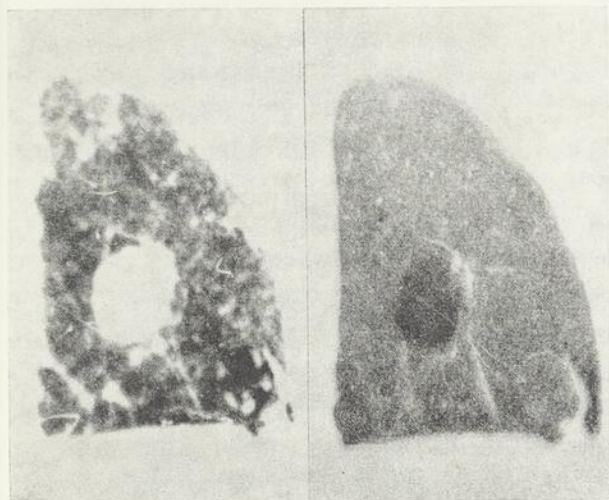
Autoradiographie. Epithélioma mixte (dossier n° 575). L'image de gauche représente le film autoradiologique.
